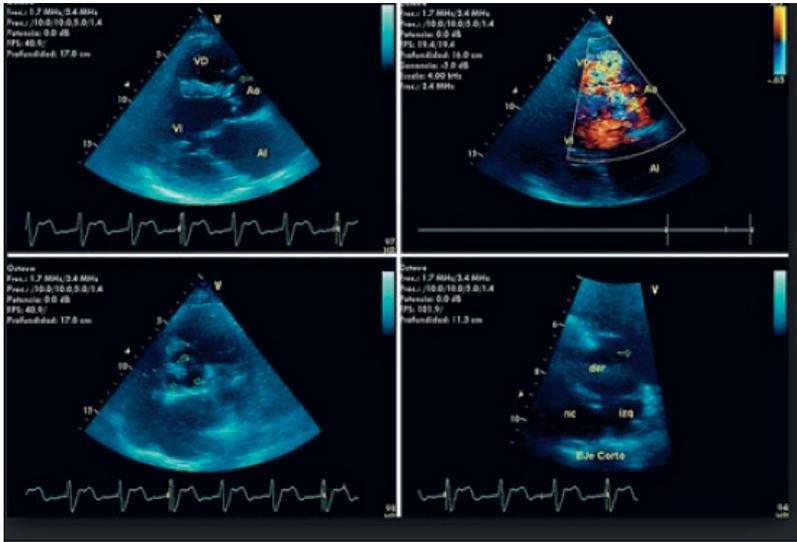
Ecocardiograma con sus respectivas cavidades
